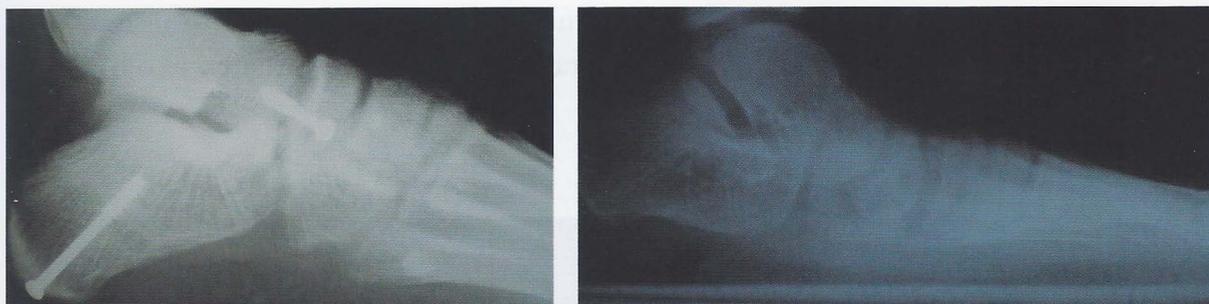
Radiografias pré e pós operatórias
